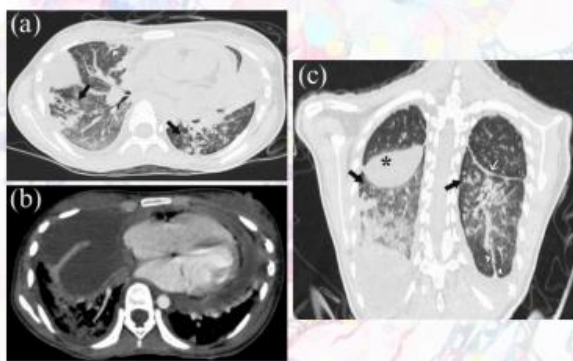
(a,c) High resolution chest CT, axial and coronal views, showing ground-glass opacities and consolidation with a tree-in-bud pattern (black arrow) in both lung field, along with septal thickening (white arrow), loculated effusion (*), and fibrosis (arrowhead). (b) Axial chest CT demonstrating pleural and pericardial effusion.
